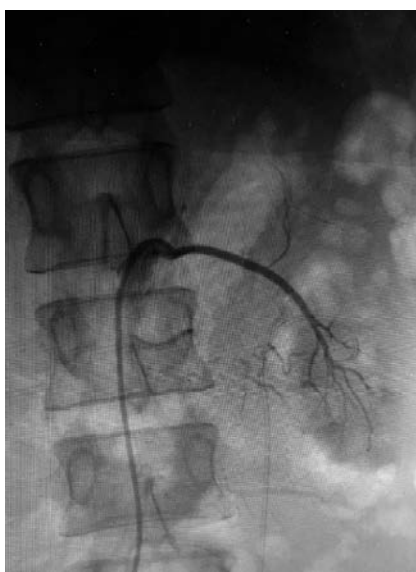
Ангиография левой почки до проведения инфузии.
